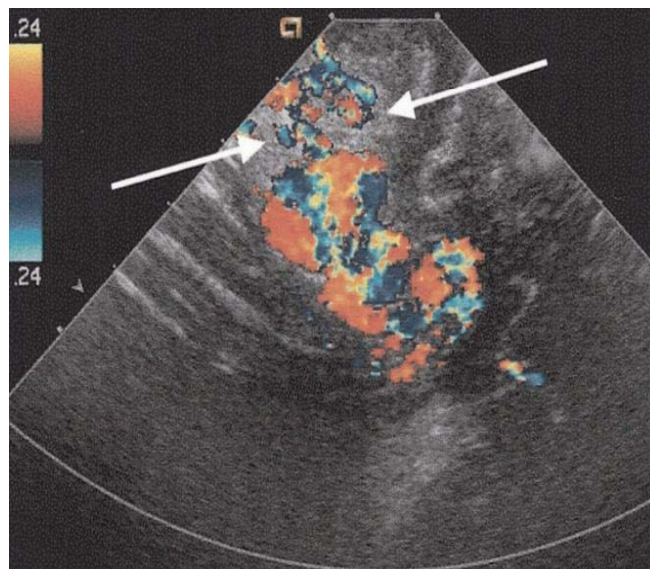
Image Doppler couleur d'un nidus de MAV. L'échelle et le gain du Doppler couleur ont été optimisés pour montrer le flux complexe au sein de AVM.(Dempsey et al) .
